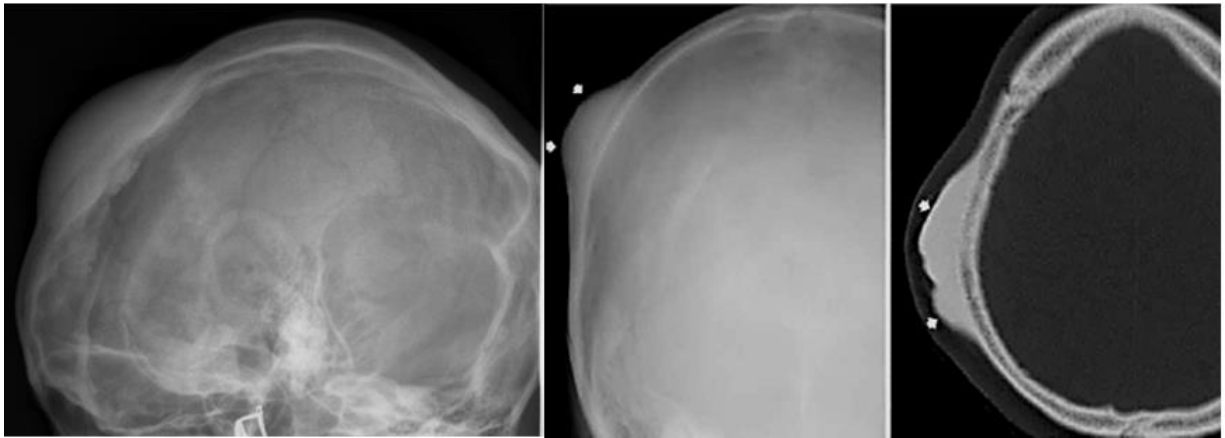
Варіанти зовнішніх компактних остеом. Рентгенограми черепа у бічній проекціїх різних хворих і КТ в аксіальній площині – типова рентгенологічна картина.
